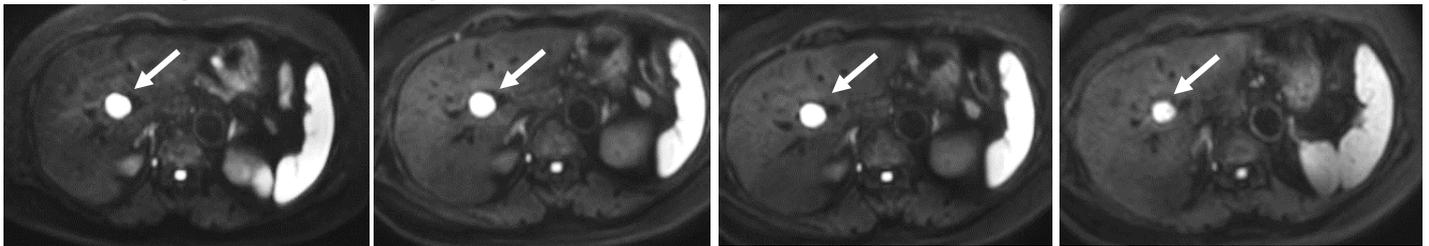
Elition 3.0Tの高SNR-DWI
